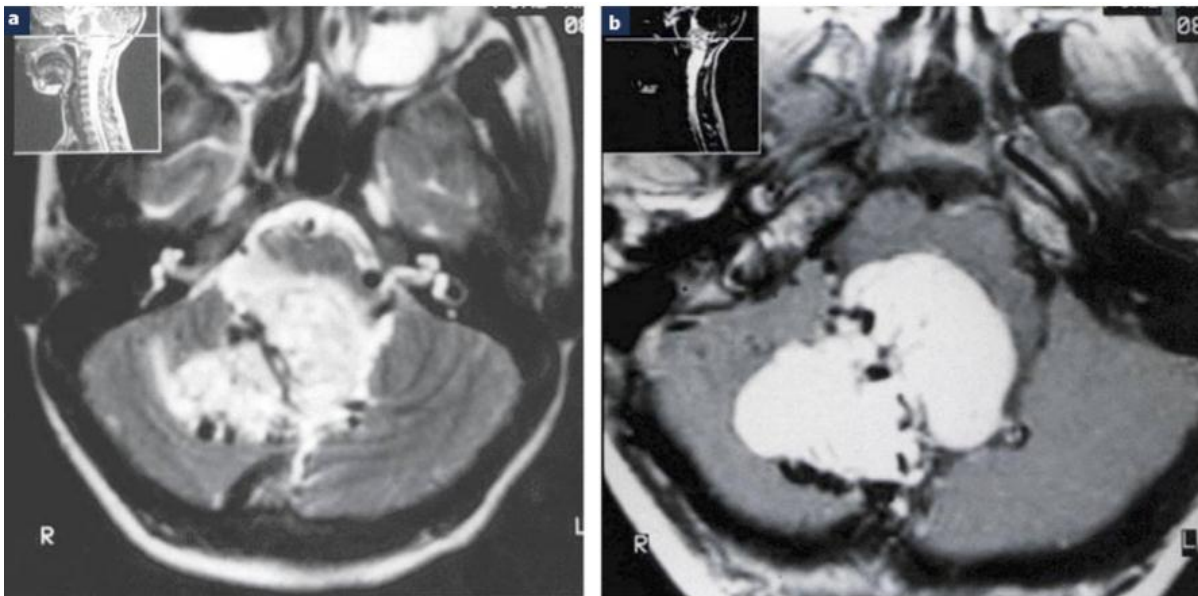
IRM cérébrale en coupes axiales T2 (a) et T1 injectée (b) : masse cérébelleuse hémisphérique droite et vermienne hyperintense hétérogène en T2 associée à des images en asignal (vaisseaux), avec forte prise de contraste paramagnétique : hémangioblastome charnu.
